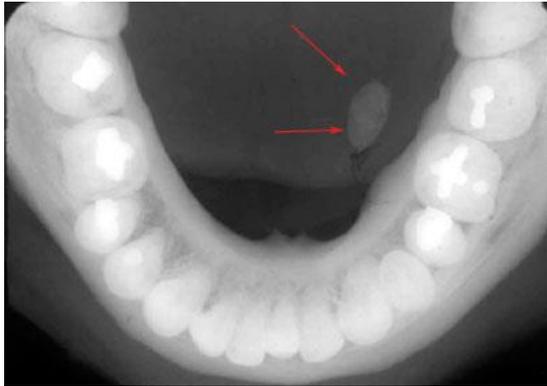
Radiografía oclusal de un sialolito localizado en el conducto submandibular (Wharton). (Fuente: [http://www.cdi.com.pe/fotos\\_casos/foto3\\_caso63.jpg](http://www.cdi.com.pe/fotos_casos/foto3_caso63.jpg))
